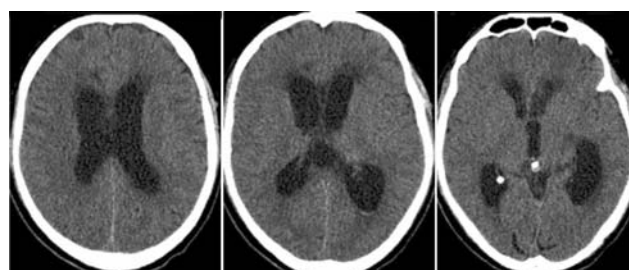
СКТ головного мозку. Бокові, третій і четвертий шлуночки гідроцефально розширені.
